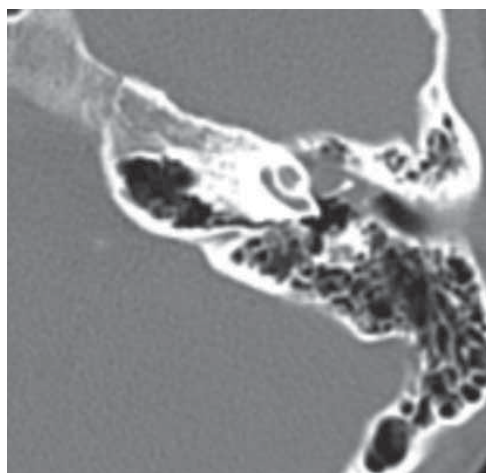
Спиральная компьютерная томография левой височной кости пациентки 23 лет, аксиальная проекция. Опухолевая масса окутывает слуховые косточки
